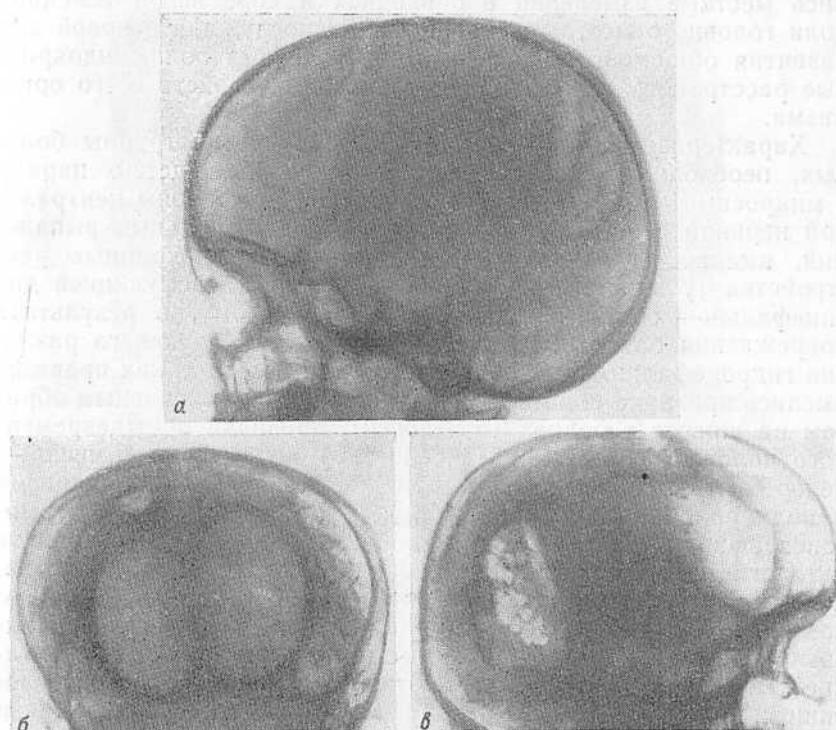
Рентгенограммы больной П., 15 лет, с фокальной эпилепсией посттравматической этиологии и окклюзионной гидроцефалией.
